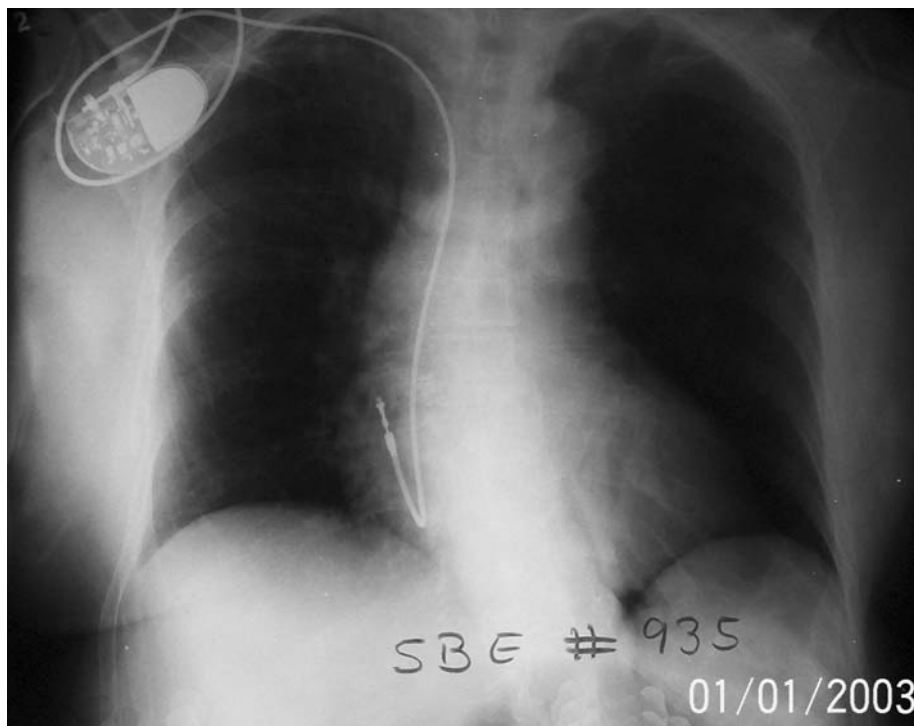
Muestra la radiografía de una paciente con síndrome bradicardia-taquicardia y marcapaso unicameral atrial con modo AAIR.
